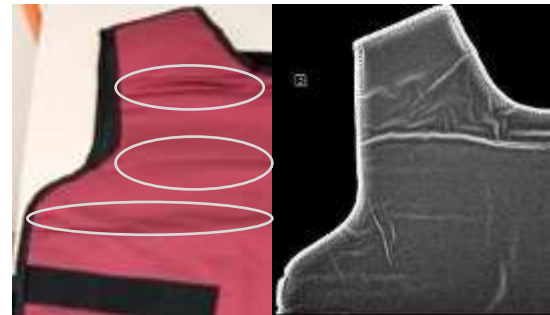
Citra Radiografi Bagian Dalam Bawah Apron B (Kuadran IV)
